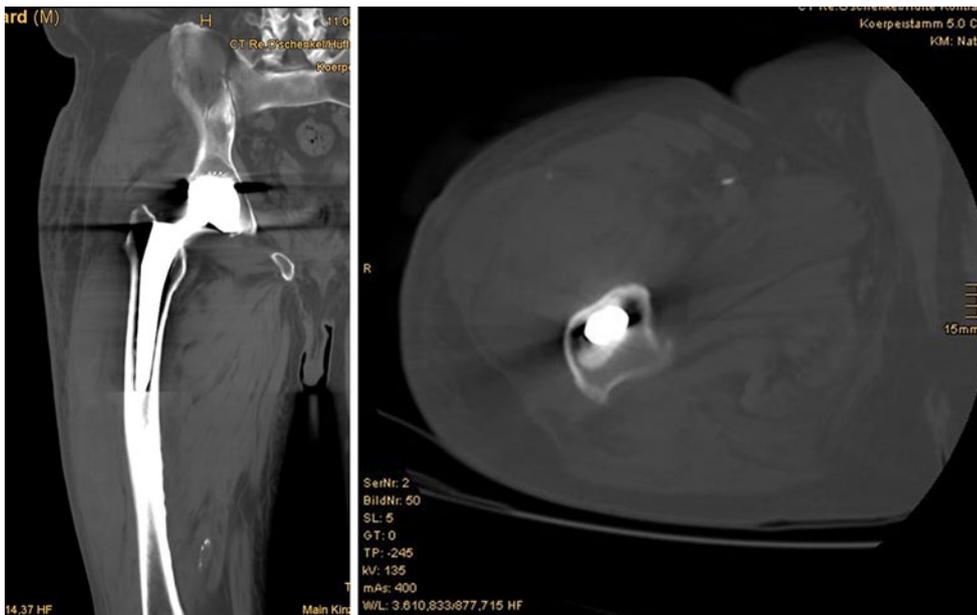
▲ Computertomographie (CT) der rechten Hüfte bei TEP-Infekt
